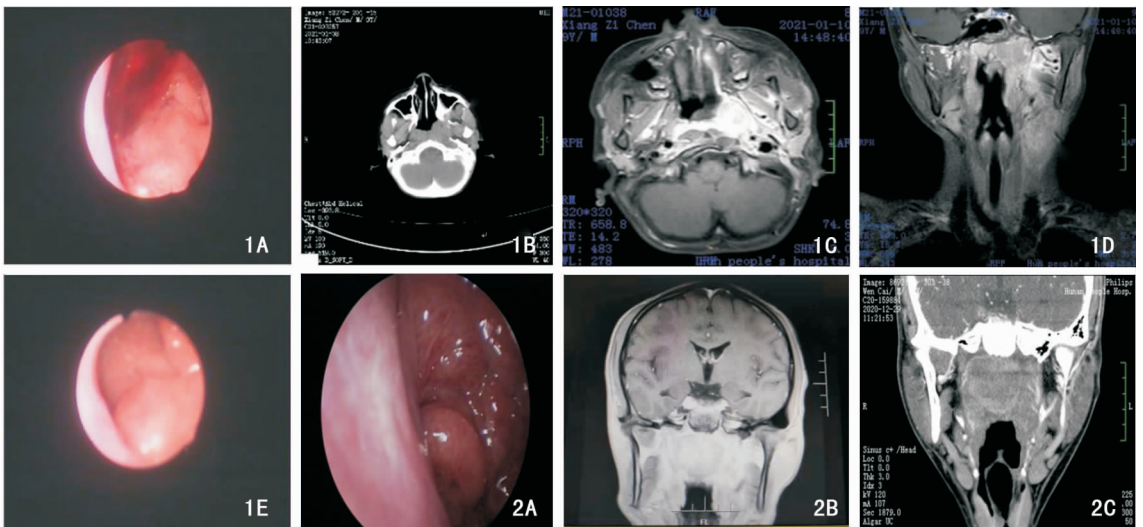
患者 1 典型图片 1A: 出血后鼻咽镜检查; 1B: 鼻咽部 CT 检查; 1C: 鼻咽部 MRI 检查; 1D: 颈部 MRI 检查; 1E: 活检前鼻咽镜检查 图 2 患者 2 典型图片 2A: 鼻内镜检查; 2B: 鼻咽部 MRI 检查; 2C: 鼻咽部 CT 检查
